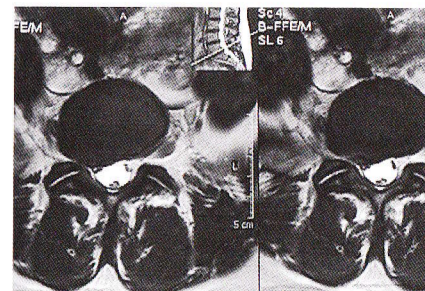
IRM. Hernie foraminale.
